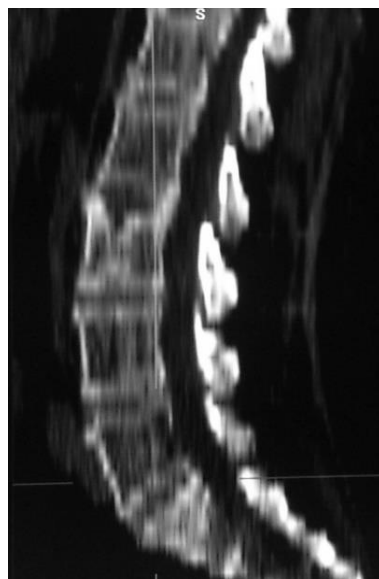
Спостереження №233. Хвора Д-д, 53 роки, історія хвороби № 6545/10. КТ поперекового відділу хребта (сагітальний скан) хворої Д. до операції. Компресійний перелом тіла L3 хребця
